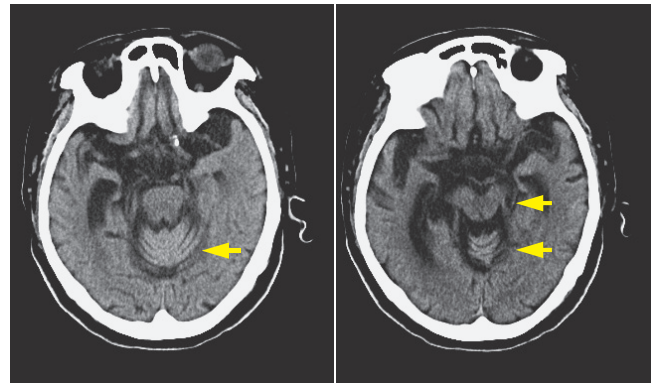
死亡3ヵ月前の頭部CT水平断像。大脳全体の萎縮を認めるとともに、3年前と比較して脳幹・小脳の萎縮が進行している(矢印)。
